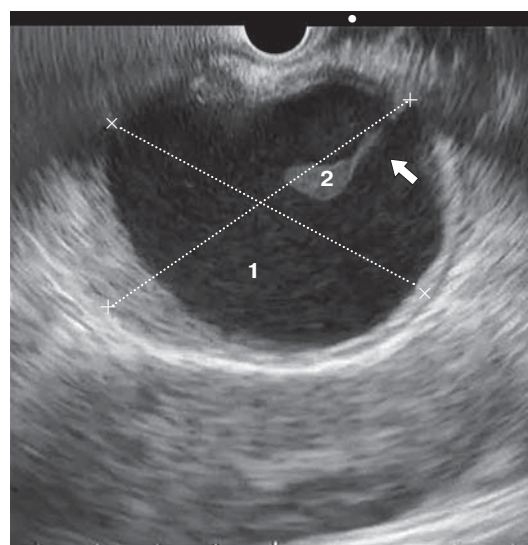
Ультразвуковая эндоскопическая томограмма. Хронический панкреатит, псевдокиста ПЖ. 1 — псевдокиста ПЖ; 2 — секвестр в ее полости.
